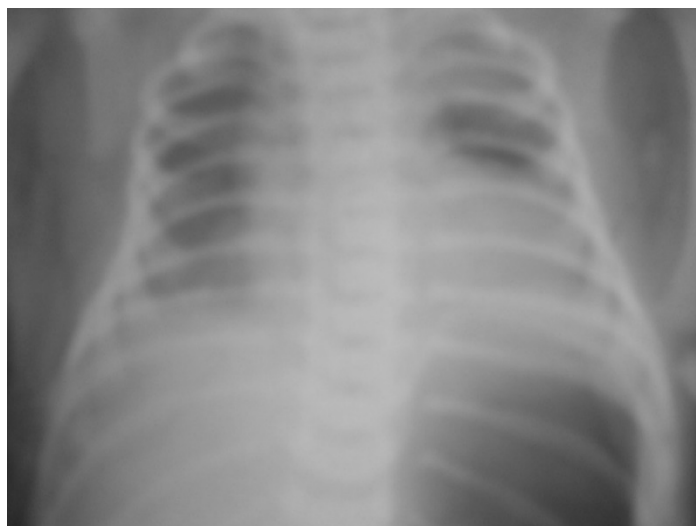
Рентгенограмма ребенка Ш. при поступлении, 3 дня. Срок гестации 36-37 недель. Полисегментарная пневмония. Гиповентиляция легких. Неоднородные ограниченные затемнения в средних зонах. Симптом "воздушной бронхограммы" слева. Сетчатая деформация легочного рисунка. Ограниченные участки гипервоздушности с обеих сторон.
